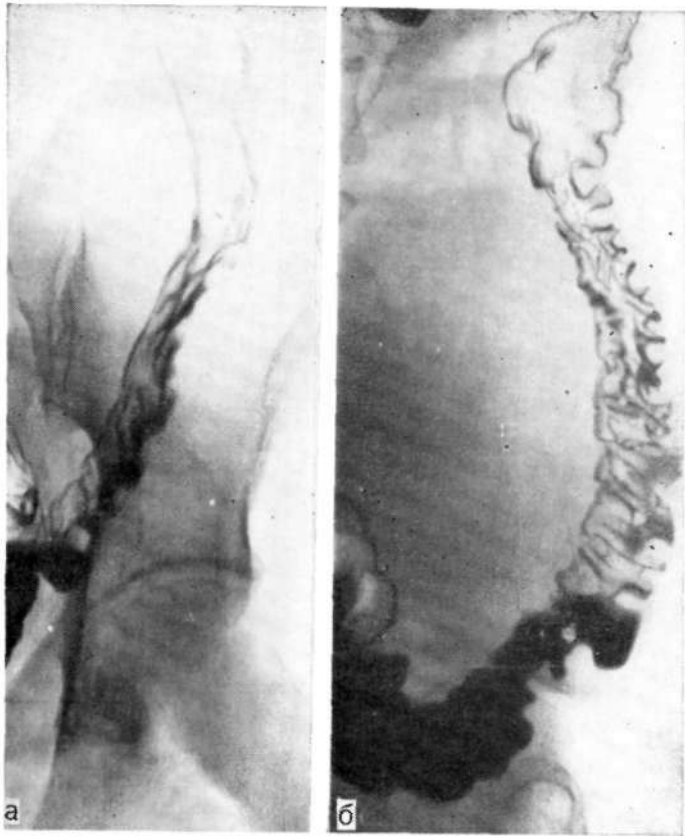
Прицельные рентгенограммы того же больного. Левая половина кишки спастически сокращена, гаустры деформированы, в отдельных сегментах по контурам кишки мелкая зубчатость. Складки слизистой оболочки широкие, косо и поперечно расположенные.
